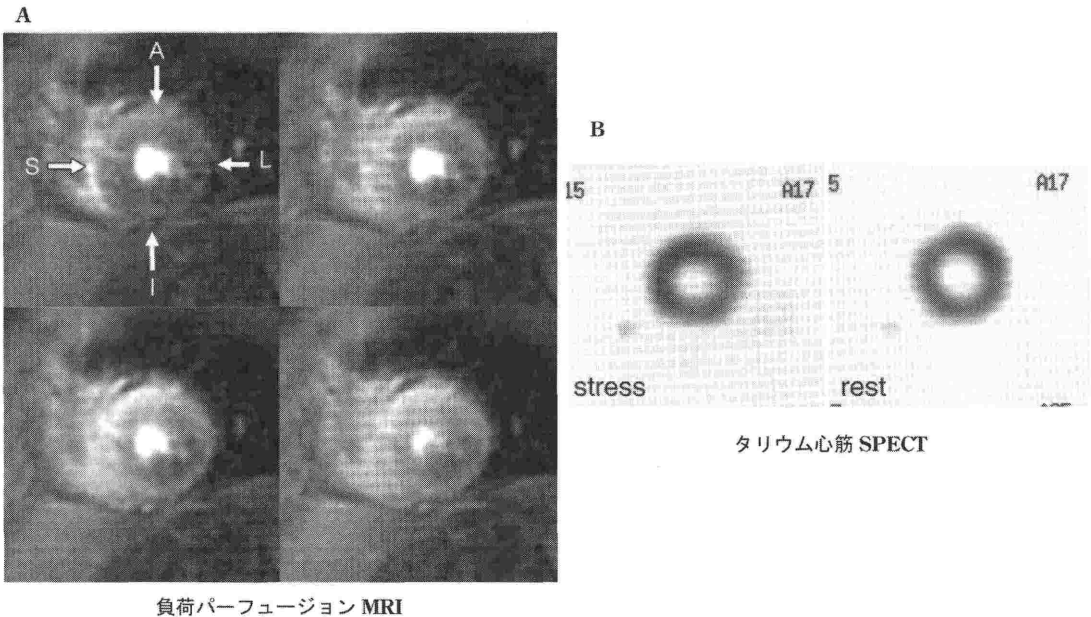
冠動脈三枝病変症例の(A)負荷パーフュージョンMRI, (B)負荷および安静時タリウム心筋SPECT
